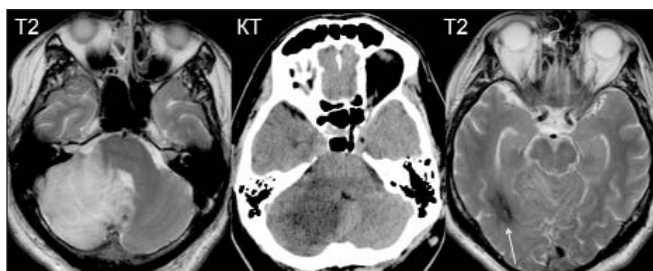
Мультимодальная нейровизуализация. Выраженный отек (сигнал гиперинтенсивный на T2, гиподенсивный на бесконтрастной КТ) правого полушария мозжечка, средней мозжечковой ножки и частично моста с компрессией IV желудочка: признаки венозного инфаркта. Отложения гемосидерина (стрелка) в правой затылочной доле: следы старой внутримозговой гематомы. На бесконтрастной КТ гемосидерин не виден
